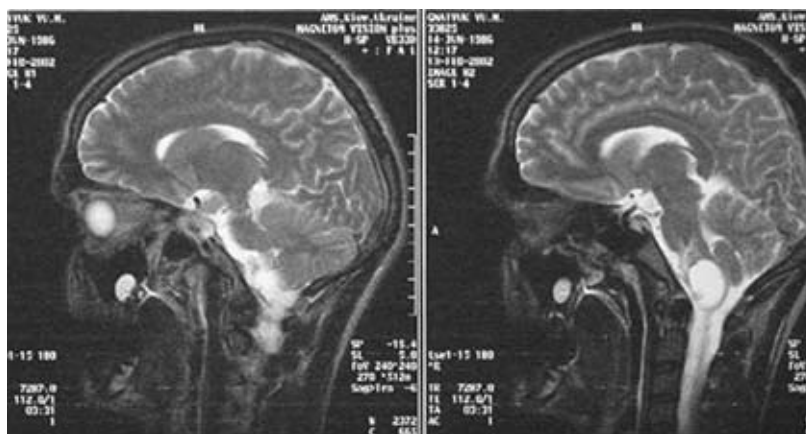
Магнитно-резонансные томограммы головного мозга больного М. Сагиттальная проекция. Киста в проекции продолговатого мозга (до операции)
